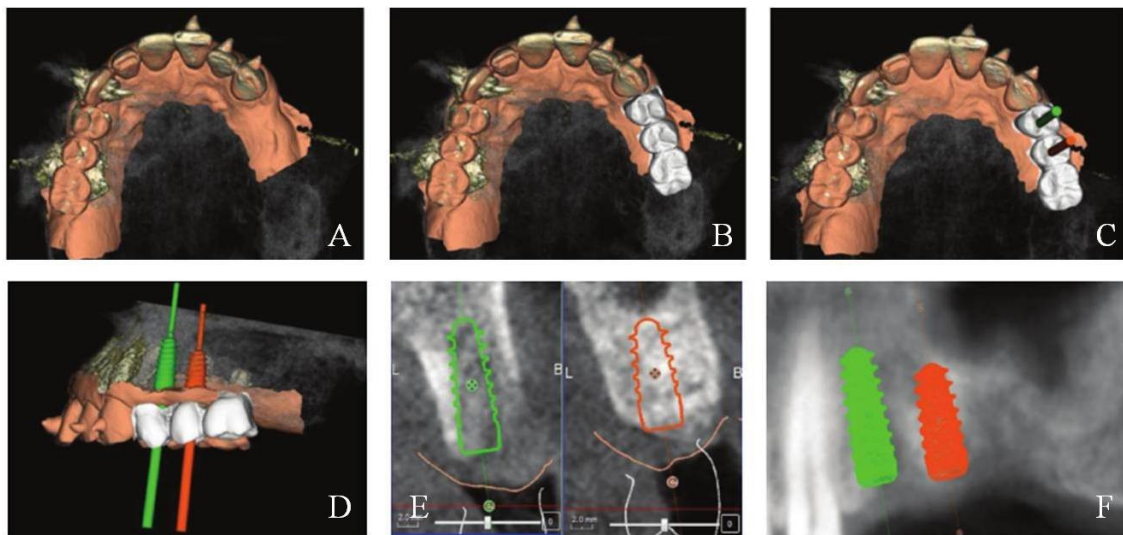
Planeamento virtual 3D do tratamento, de modo a simular a colocação dos implantes no local ideal assim como a sua reabilitação (adaptado de Dolcini et al., 2016). A - Sobreposição da imagem obtida pelo *scanner* digital com a imagem obtida pelo CBCT; B - Planeamento das restaurações através da sobreposição da imagem obtida pelo *scanner* digital com a imagem obtida pelo CBCT; C - Planeamento dos implantes e das restaurações através da sobreposição da imagem obtida pelo *scanner* digital com a imagem obtida pelo CBCT (vista oclusal); D - Planeamento dos implantes e das restaurações através da sobreposição da imagem obtida pelo *scanner* digital com a imagem obtida pelo CBCT (vista lateral); E - Planeamento dos implantes; F - Planeamento dos implantes.
